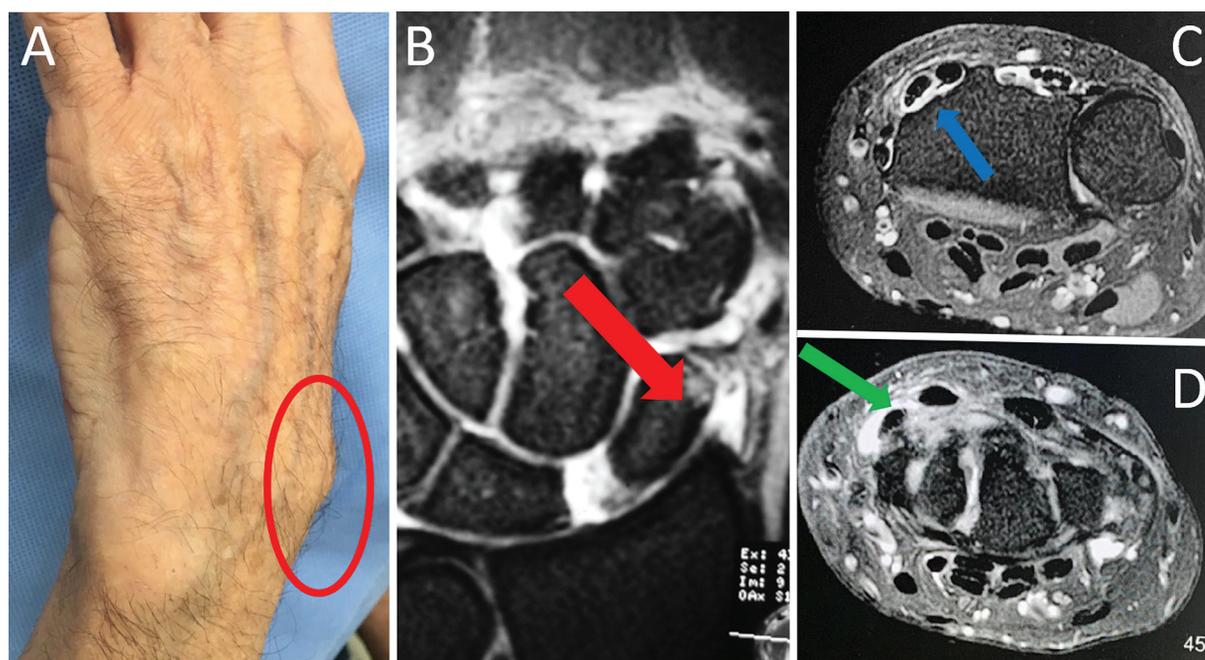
Paciente con muñeca SLAC, mostrando el contorno anormal de la región dorso-radial de la muñeca, con una “protuberancia dorso-radial” y la desaparición de la “tabaquera anatómica” (círculo rojo) (A). Las imágenes de resonancia magnética de este paciente revelan un aumento local del volumen causado por osteofitos (flecha roja), subluxación rotatoria del escafoides y sinovitis de los tendones extensores radiales (flechas azul y verde) (B y C).
